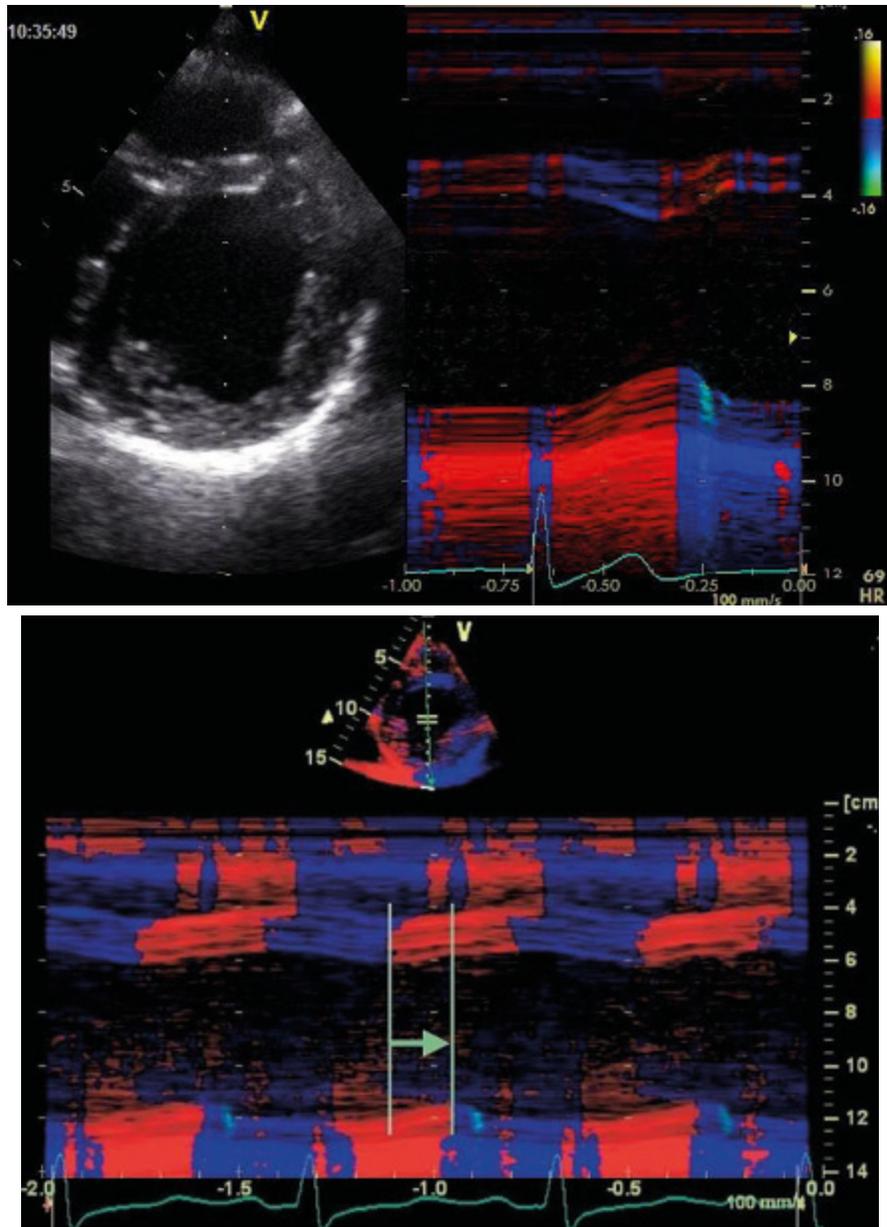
Se puede observar un eco modo M con Doppler tisular color, en el que podemos comparar el inicio y el fin de la sístole por los cambios de color en el septum en un paciente normal (izquierda), y en un paciente con miocardiopatía dilatada y BRI (derecha).
